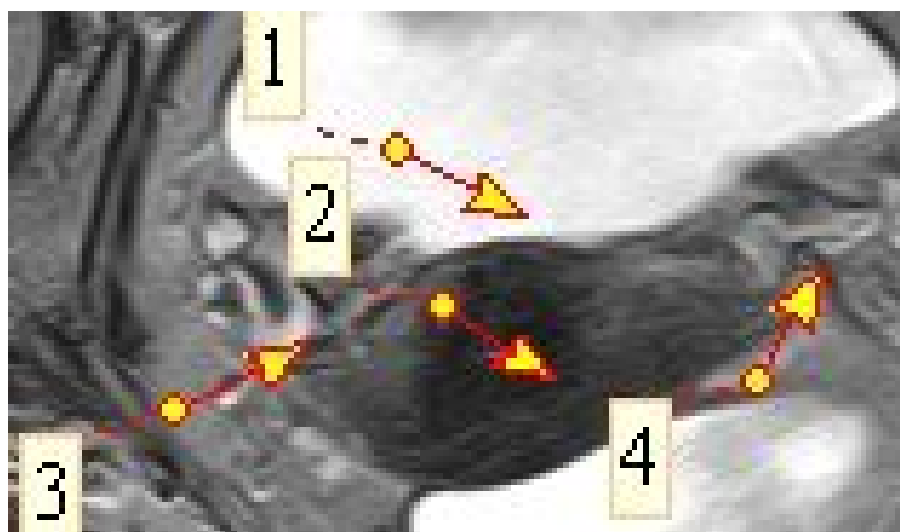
Перекрест мочеточника с маточной артерией (retroversio-retroflexio uteri), МР-томограмма в проекции AX T2: 1 – мочевого пузырь; 2 – матка; 3 – перекрест мочеточника с артерией справа; 4 – перекрест мочеточника с артерией слева
